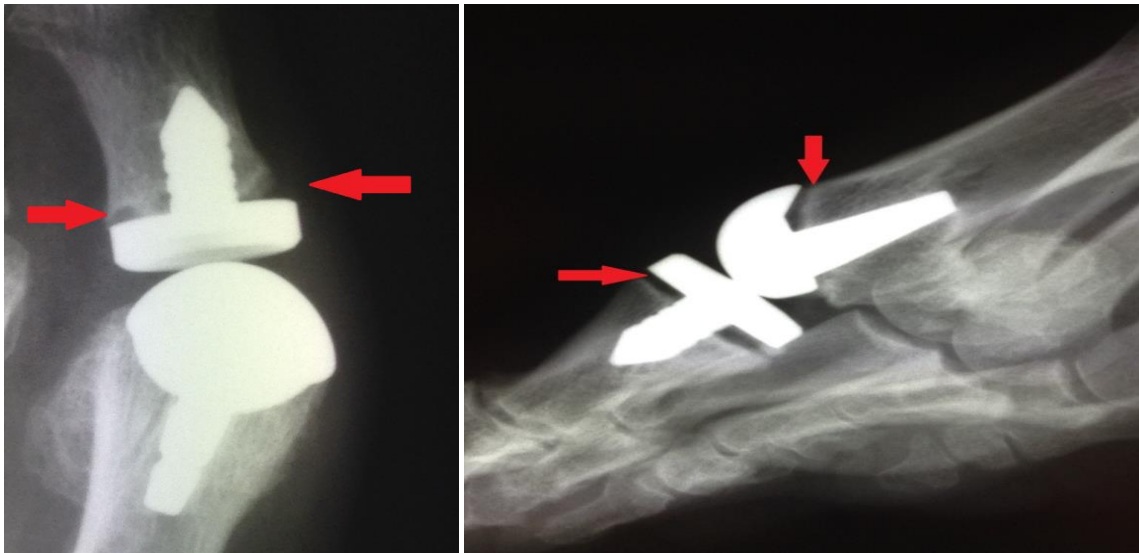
Рентгенограммы стоп в срок наблюдения от 24 до 48 месяцев после операции (стрелками показаны участки остеолита).
